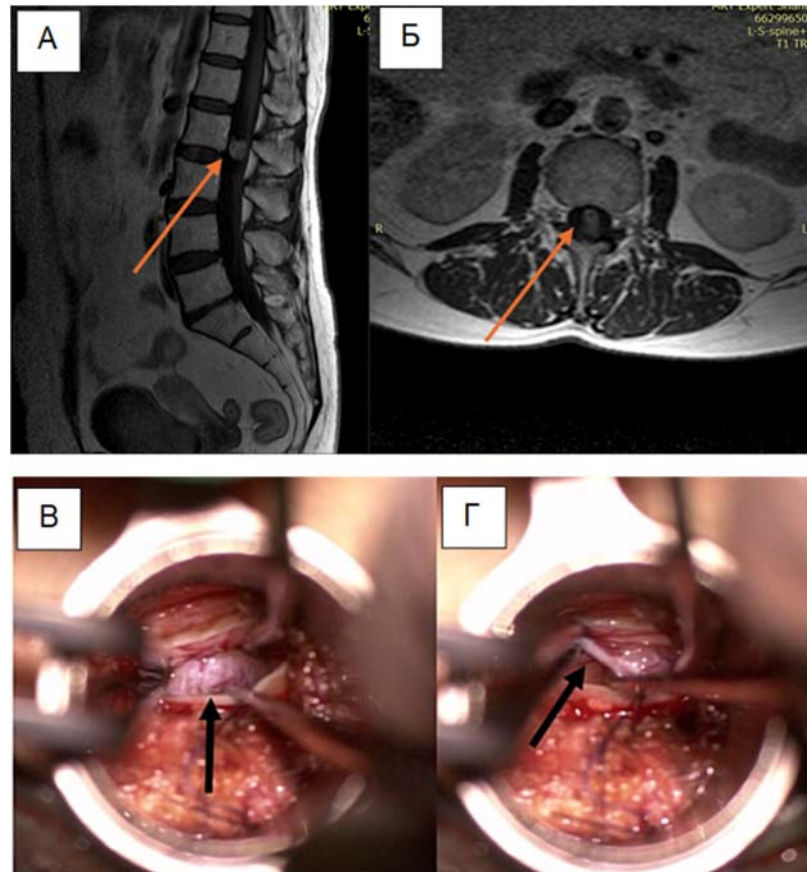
(А и Б) Объемное образование (опухоль), расположенное между корешками конского хвоста на предоперационных МРТ-изображениях в сагиттальной и аксиальной проекциях в T1 – режиме с контрастным усилением.
